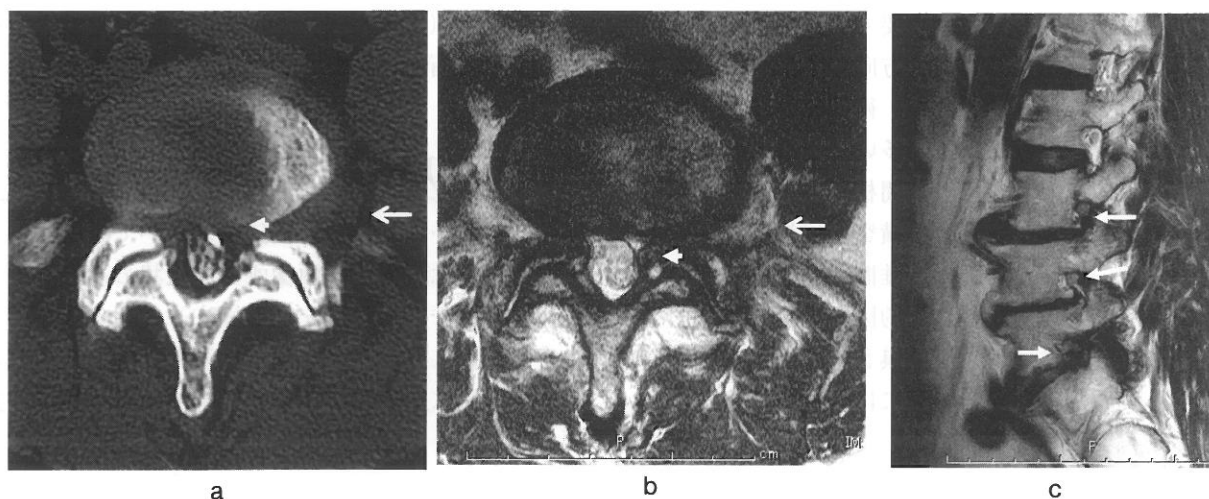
症例1．CT脊髓造影後横断像(L5-S1)(a)，単純MRI T2強調横断像(b)：左椎間孔ヘルニアを認める(矢印)．L5-S1脊柱管内にも狭窄を認める(矢頭)．単純MRI T2強調傍正中矢状面像(c)：L3-4，4-5，5-S1椎間孔の狭窄を認める(矢印)．
